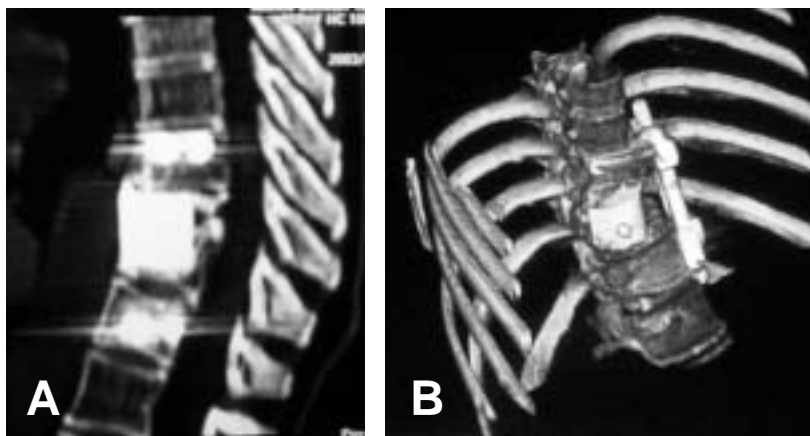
A. TC simple d'un al·loempelt estructural col·locat anteriorment i sustentat amb una instrumentació anterior. B. Reconstrucció tridimensional del mateix al·loempelt que permet obtenir més informació pel que fa a la seva col·locació en el raquis.
